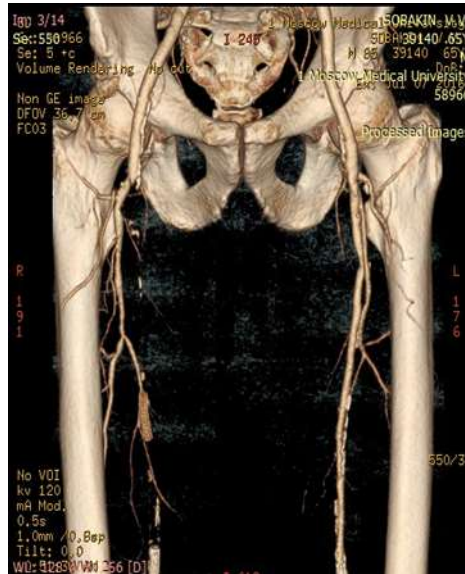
КТ-ангиография: Окклюзия стента ПБА
